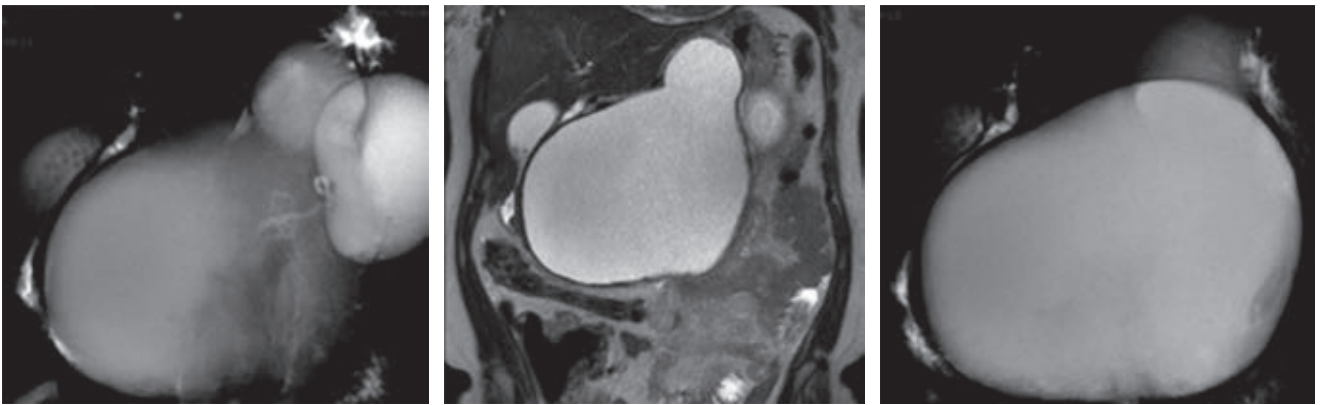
Colangiografía por resonancia magnética con reporte de páncreas de morfología alterada a expensas de dos lesiones ovoideas, de bordes lobulados bien definidos, con efecto de volumen que condiciona apertura de la arcada duodenal, desplazamiento lateral del estómago condicionando limitación a la distensión gástrica.
